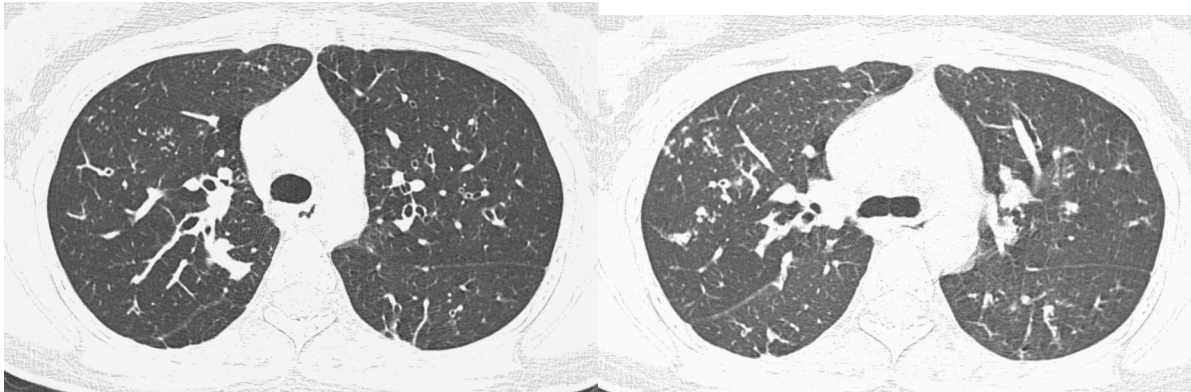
CT-Schnitte von Patienten mit Zystischer Fibrose in In- u. Expiration
